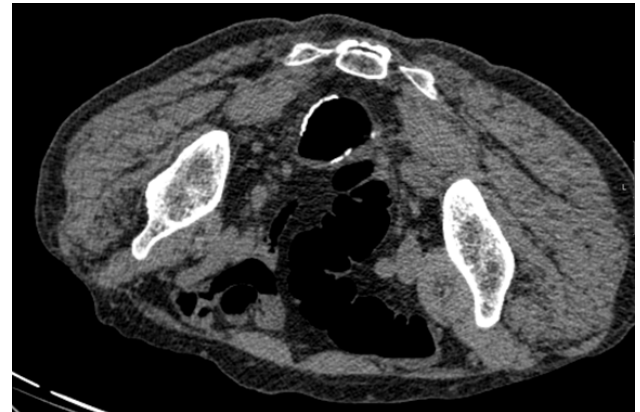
Imagem da anastomose colo-rectal realizada após sigmoidectomia, corretamente identificada na Colonografia por TC, correspondendo a falso positivo da Colonoscopia Óptica.
